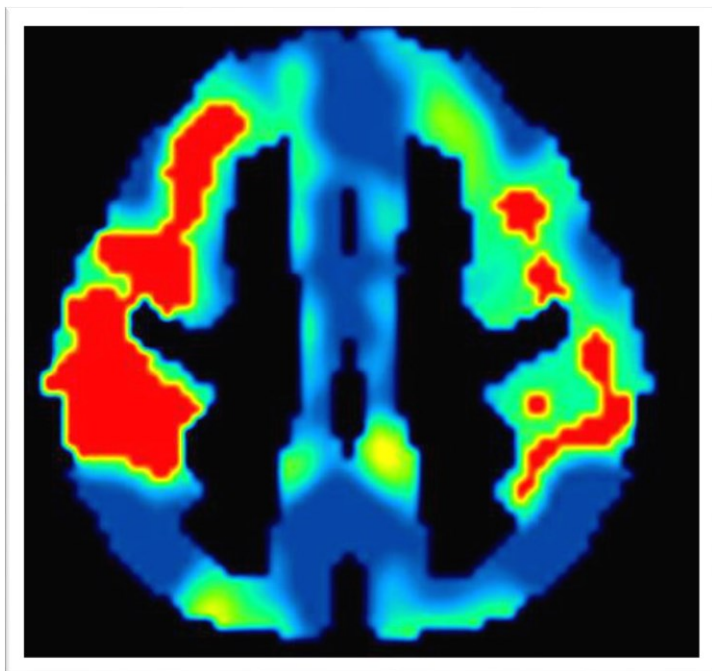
Beispielhafte PET von Proband CA021039
